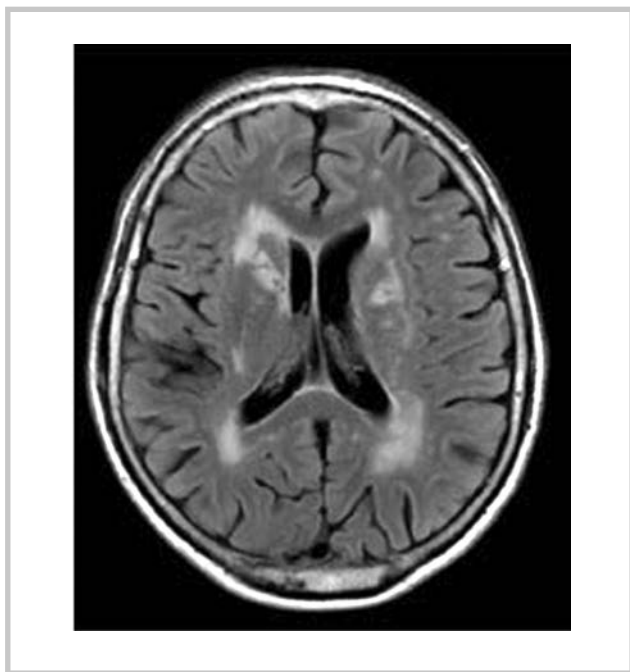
МРТ пациента П., 55 лет. Перивентрикулярный лейкоареоз, единичные лакуны.
